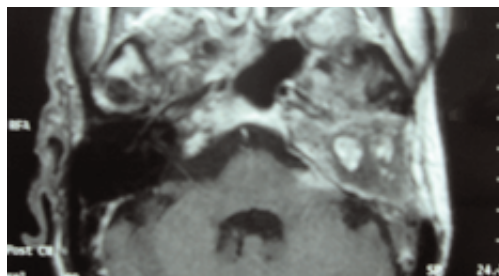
IRM coupe axiale : énorme récurrence envahissant l'angle ponto-cérébelleux
